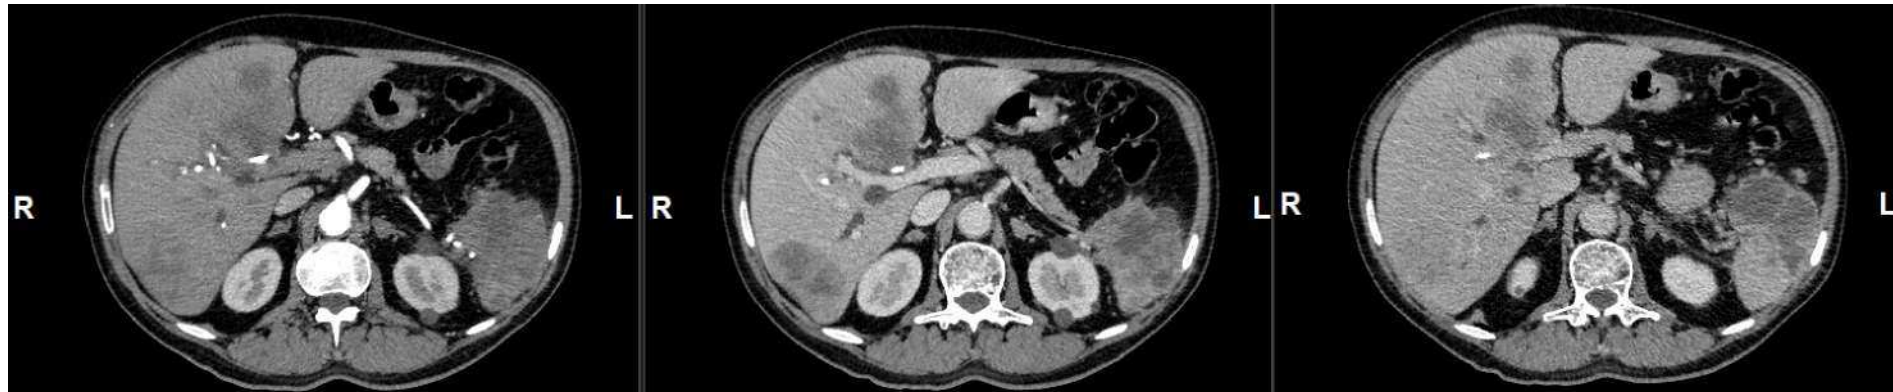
TC tórax/abdomen/pelvis multifase. Paciente con clínica de ictericia obstructiva y tumor en cola pancreática que presenta lesiones focales sólidas, heterogéneas, globalmente hipotensas, sugestivas de metástasis hepáticas hipovasculares.
